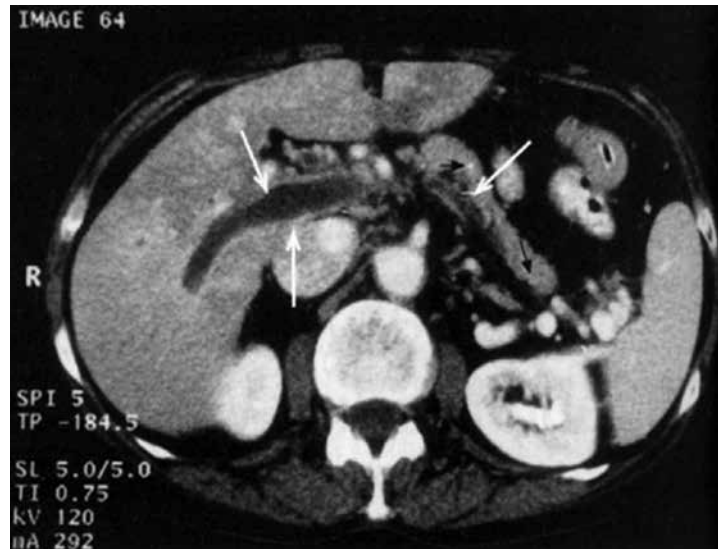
На компьютерной томограмме с внутривенным контрастированием определяются признаки тромбоза портальной и селезеночной вен у больного хроническим панкреатитом. Из-за тромбоза эти вены не контрастированы (белые стрелки). Определяется тонкий ободок вокруг тромба, соответствующий хорошо контрастированной сосудистой стенке. Черными стрелками указаны кальцификаты ПЖ (по Р. А. Lipsett et al., 1998 [8]).
